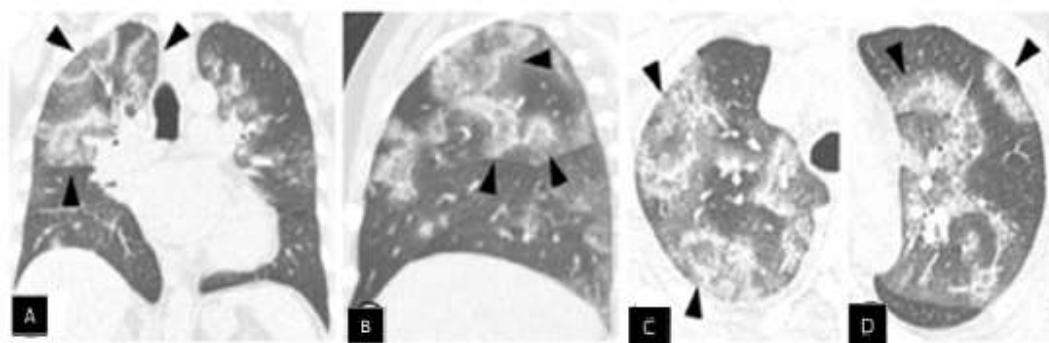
Imagens de TC de tórax evidenciando múltiplas áreas de vidro fosco difusas em ambos os pulmões e circundadas por anéis de consolidação, completos e incompletos, configurando o sinal do halo invertido (setas) - paciente do sexo masculino, 56 anos, com pneumonia por COVID-19.
